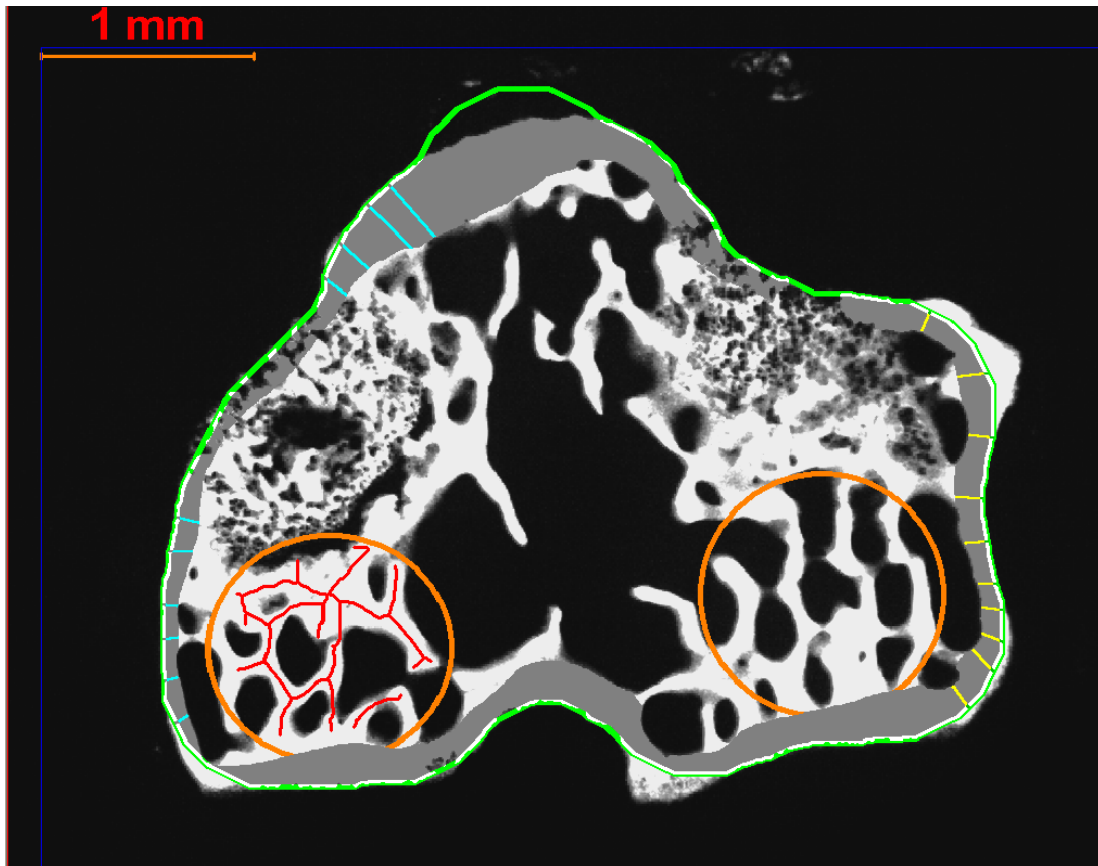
Auswertung der Mikroradiographien: Flächendefinition (Abschlussbild nach vollständiger Detektion). Graue Fläche= Kortikalis; gelbe und blaue Linien= Vektoren; orange Kreise= Bezugskreise medial und lateral; rote Linien= Trabekelfläche im Bezugskreis; grüne Linie= Abgrenzung der Kortikalisfläche.
